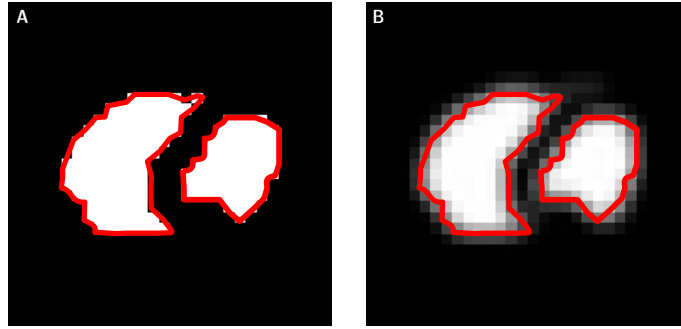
Im Bildgebungsprozess der MRT entsteht durch die Faltung von binären Masken (A, Beispiel Blutvolumen) mit ihrer PSF die *region-spread function* (RSF) mit einer Signalverbreiterung in benachbarte Regionen (B). Die rote Umrandung stellt die tatsächliche Volumenausdehnung der Kompartimente dar.
